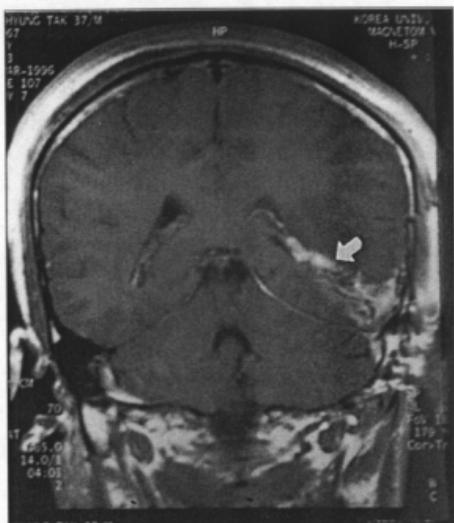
Brain axial MRI scan on POD #30 shows a formation of abscess cavity on left temporal lobe (arrow, Case II).
